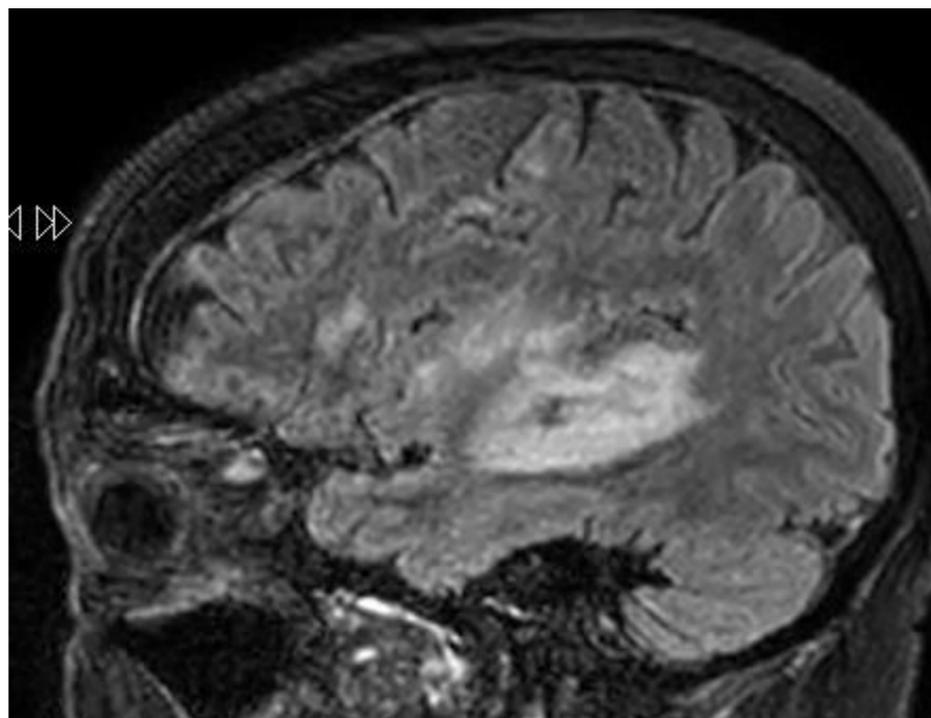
Encefalitis por Listeria con afectación de estructuras supratentoriales. En la parte medial de lóbulo temporal derecho se identifica un área de hiperintensidad FLAIR, con captación periférica de contraste y restricción a la difusión.
